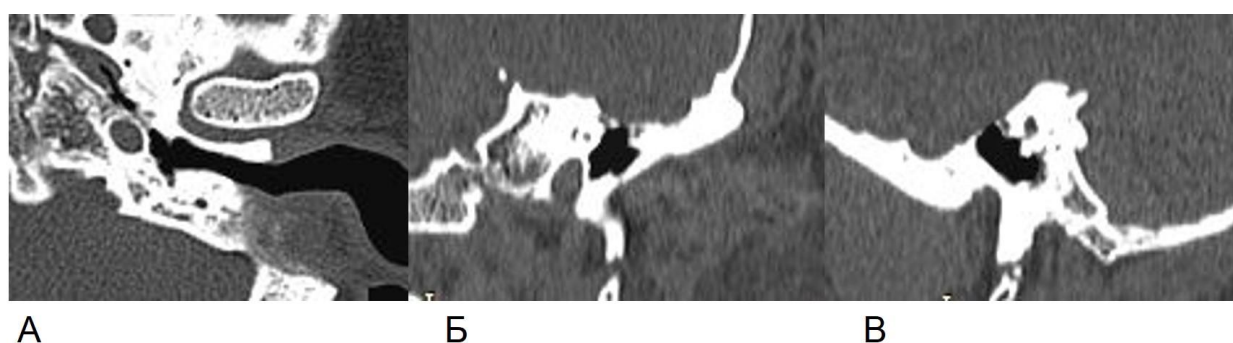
КТ левой височной кости пациента С., 36 лет, через 30 дней после радикальной операции в аксиальной (А), коронарной (Б) и сагиттальной (В) проекциях
